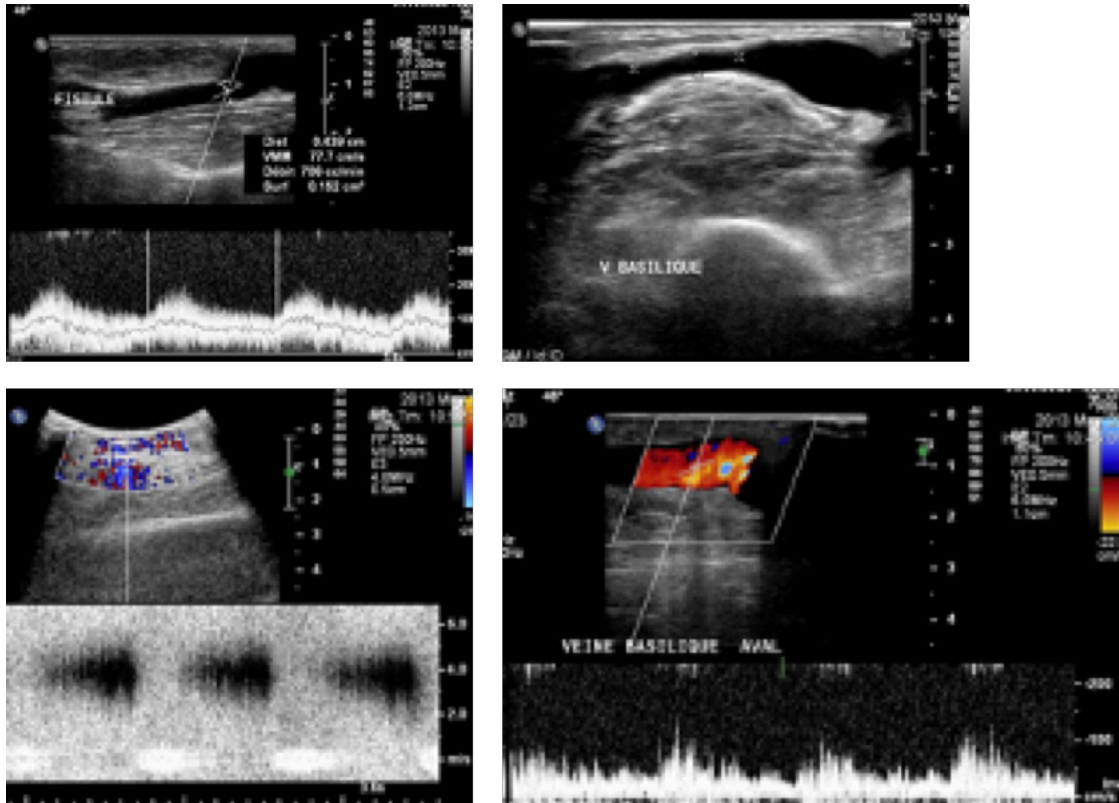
Échodoppler Mode B, couleur et pulsé d'une FAV huméro-basilique de 2 ans fonctionnelle avec un débit normal présentant une sténose post anastomotique de la veine basilique. NÉJI.H ; Échodoppler des FAV d'hémodialyse [67]
